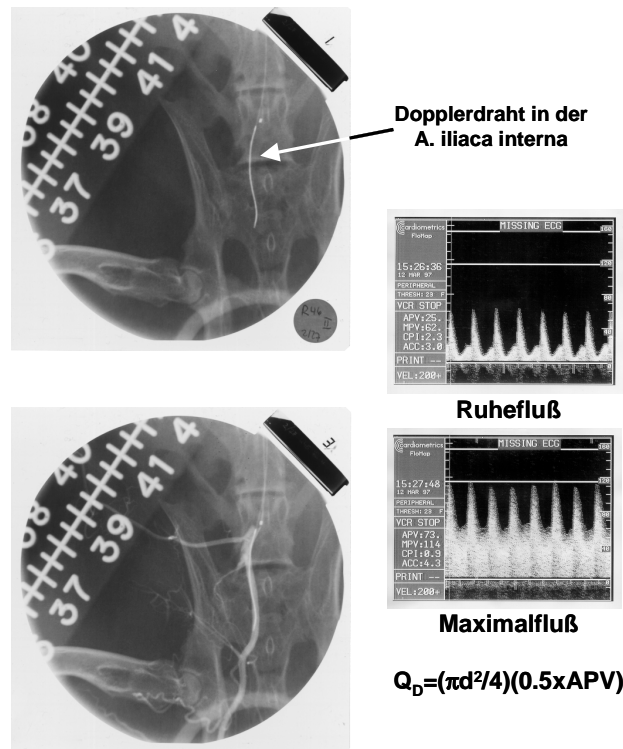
Intravaskuläre Blutflußmessung mittels Doppler-Draht. Darstellung links oben ohne, unten mit Kontrastmittelinjektion in die A. iliaca communis. Ein 0.018-Inch Dopplerdraht (Cardiometrics) wird durch einen in der A. iliaca communis positionierten 3-F Infusionskatheter (Target Therapeutics) im proximalen Segment der A. iliaca interna, welche die ischämische Extremität versorgt, plaziert. Daraufhin erfolgt zunächst die Ruheflußmessung, dann die Messung des maximalen Flusses, induziert durch Nitroprussid-Infusion. Der Blutfluß errechnet sich aus der angegebenen Formel. Q_D : mittlerer Fluß, d: Gefäßdurchmesser, APV: durchschnittliche Spitzengeschwindigkeit.
